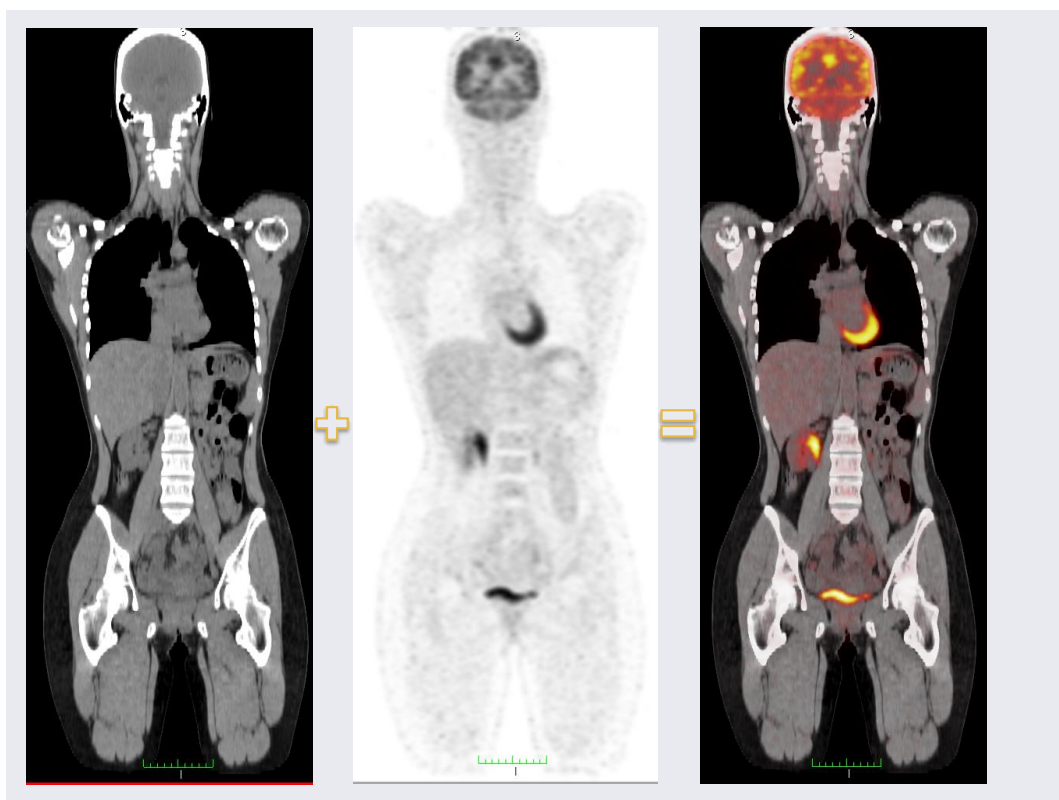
Imagem híbrida PET-CT, fusão de imagens
